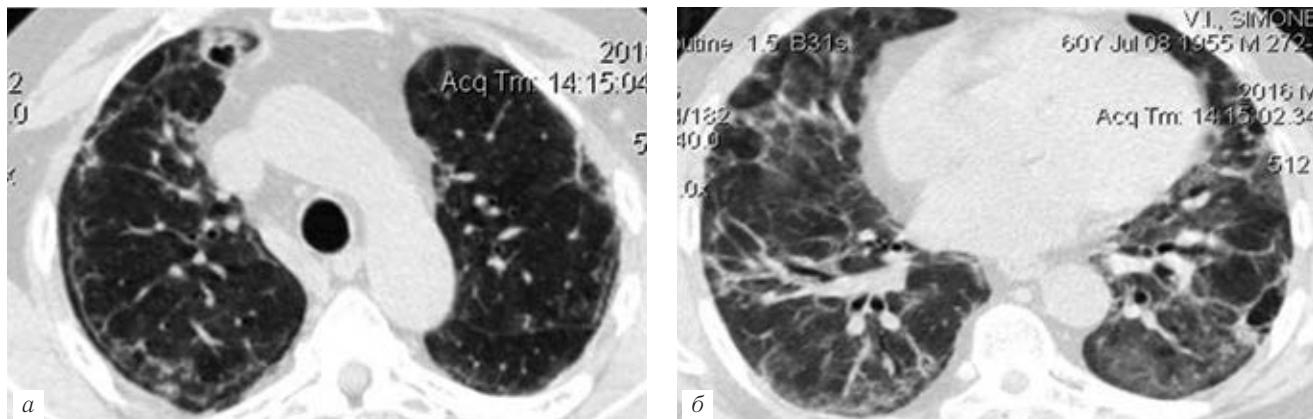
На контрольных КТ органов грудной клетки отмечается разнонаправленная динамика — частичный регресс двусторонних интерстициальных изменений, пневмомедиастинума (б). Определяется проявление тонкостенной полости неправильной формы в S3 верхней доли правого легкого (а)
